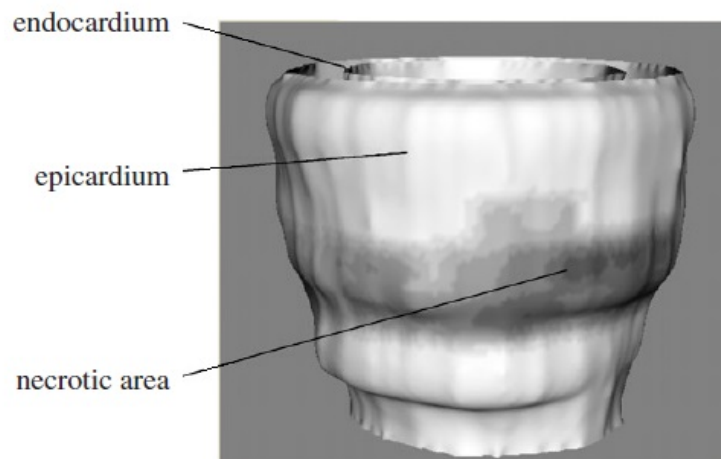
Ricostruzione della geometria ventricolare (endocardio ed epicardio) a partire da immagini MRI in asse corto. L'integrazione informazione ottenuta attraverso l'indagine al gadolinio permette l'identificazione delle zone necrotiche [17]
